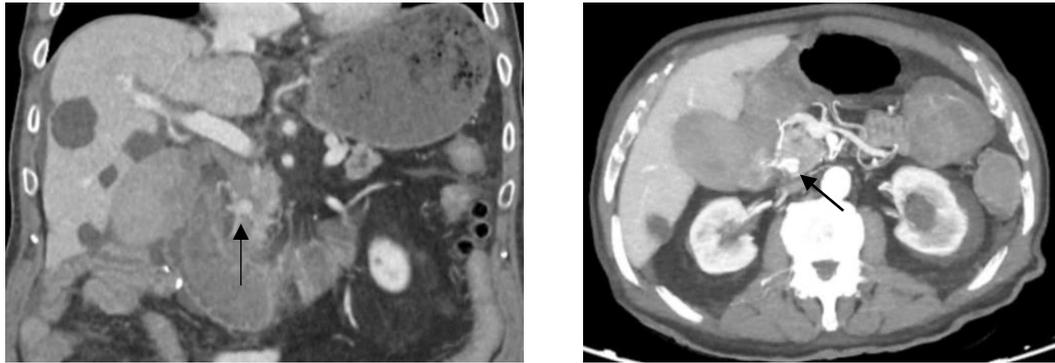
Imágenes correspondientes al caso 6. TC con contraste, corte coronal y axial respectivamente, donde se objetiva imagen de pseudoaneurisma dependiente de la arteria gastroduodenal (flechas).
